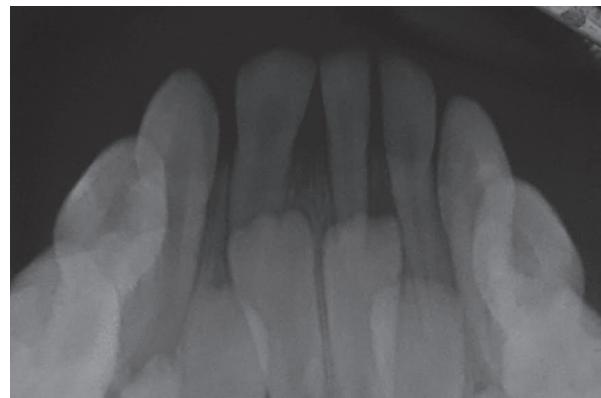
Periapical radiograph of 81-82.
